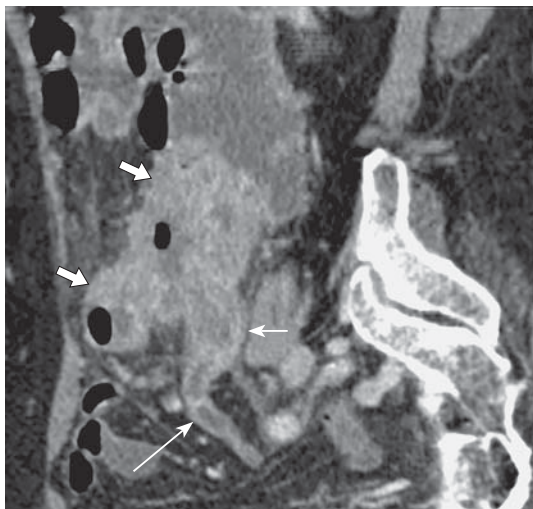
КТ-изображение цистаденокарциномы слепой кишки, мукоцеле червеобразного отростка, кососагиттальная проекция. В правой подвздошной области визуализируется опухоль слепой кишки, накапливающая контрастный препарат (стрелки). Распространение опухоли на стенку аппендикса (тонкая стрелка) с формированием мукоцеле (тонкая длинная стрелка).
